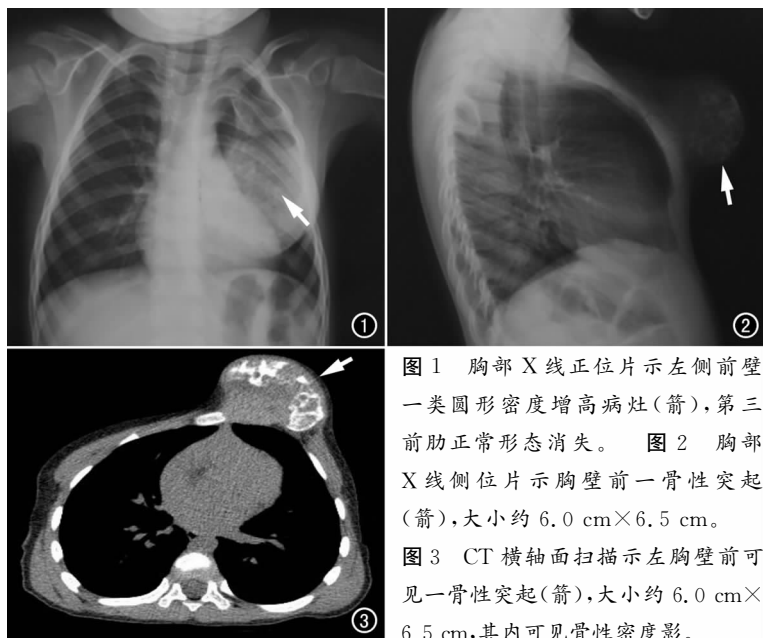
胸部X线正位片示左侧前壁一类圆形密度增高病灶(箭), 第三前肋正常形态消失。图2 胸部X线侧位片示胸壁前一骨性突起(箭), 大小约6.0 cm×6.5 cm。
